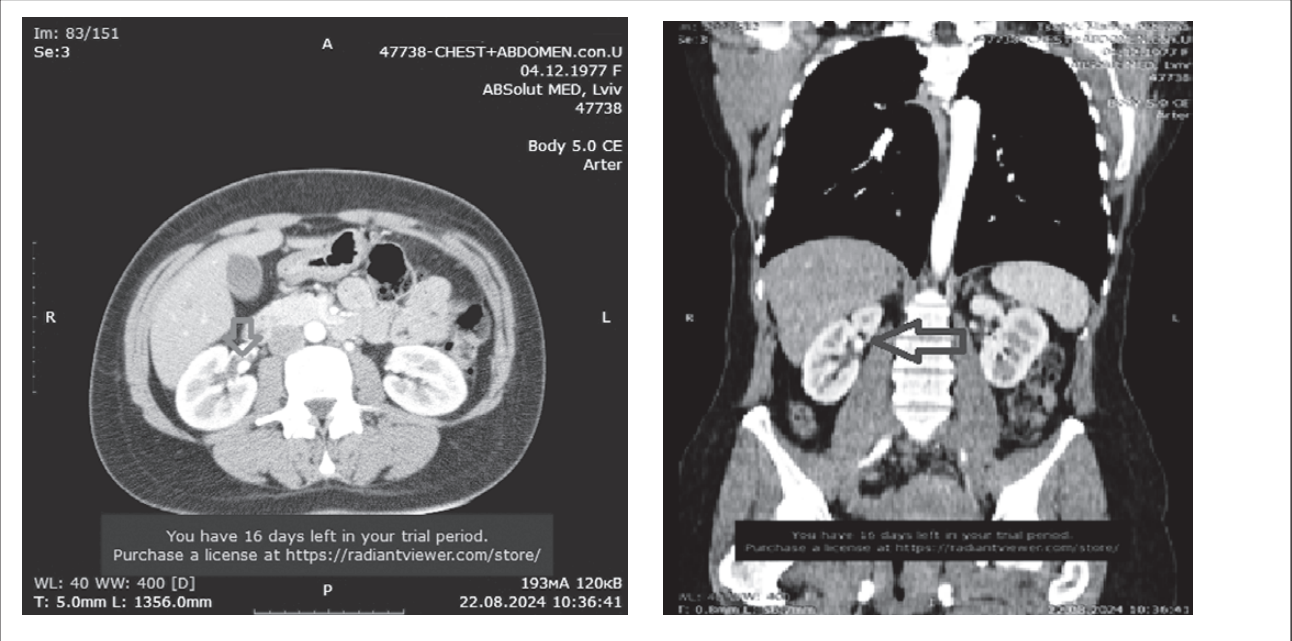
МСКТ: аневризма правої ниркової артерії (артеріальна фаза). Аневризма позначена стрілками
